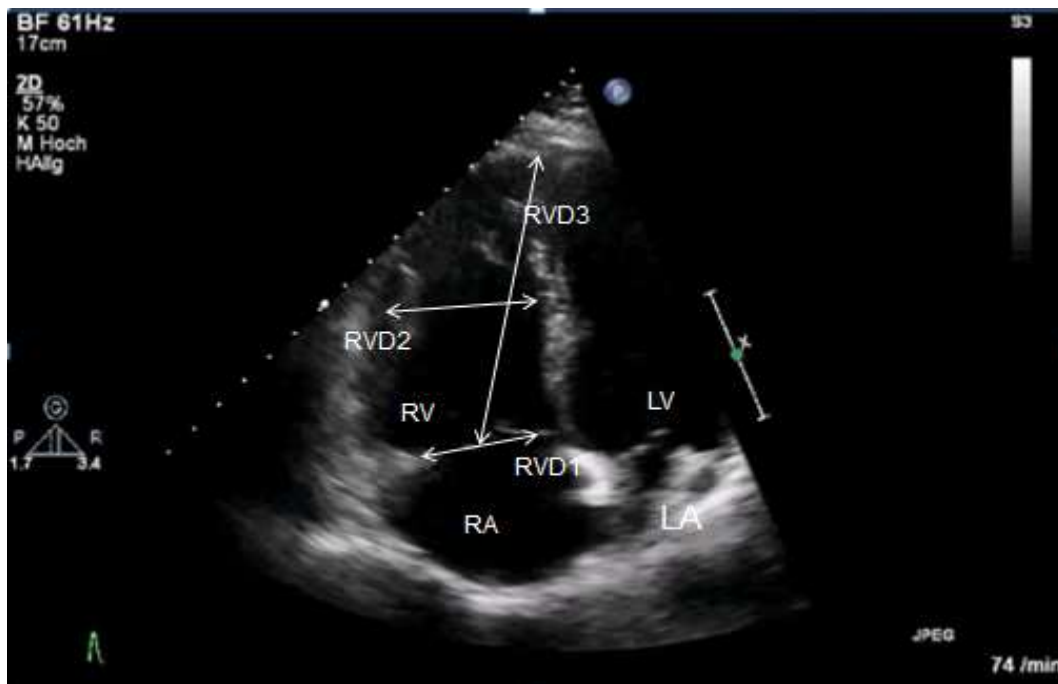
Echokardiographische Darstellung eines apikalen vier-Kammer-Blicks. RA, rechter Vorhof; LA, linker Vorhof; RV, rechter Ventrikel; LV, linker Ventrikel; RVD1, basaler rechtsventrikulärer Durchmesser; RVD2, mittlerer rechtsventrikulärer Durchmesser; RVD3, longitudinaler rechtsventrikulärer Durchmesser
